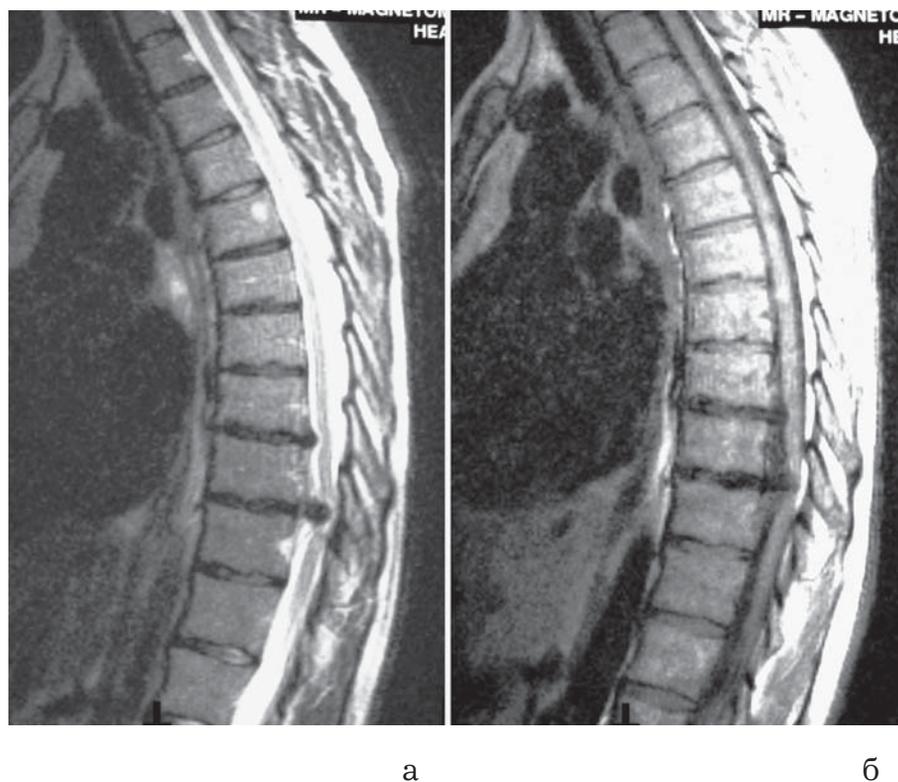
Сагиттальная МРТ грудного отдела позвоночника до операции. ГГМД на уровне T8-9 и T9-10: а – T2-взвешенное изображение; б – T1-взвешенное изображение.
